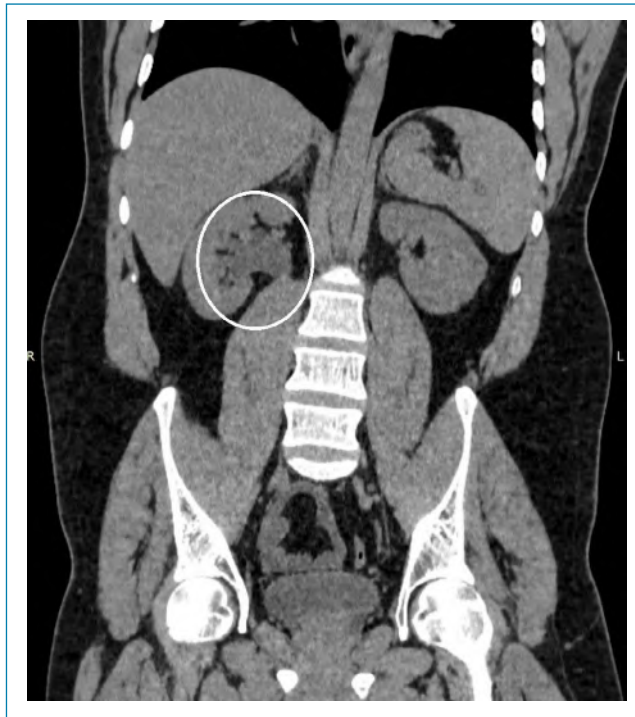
Tomografia computadorizada no corte coronal, demonstrando ectásia piélica no rim direito (círculo branco).
